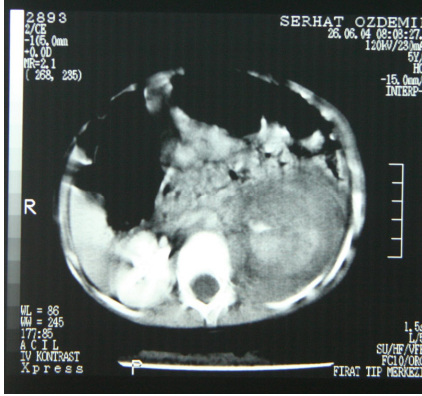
V. derece dalak yaralanması tanımlanan ve splenektomi uygulanan hastanın BT görüntüsü. Aynı hastada IV. derece karaciğer yaralanması da mevcuttur.
